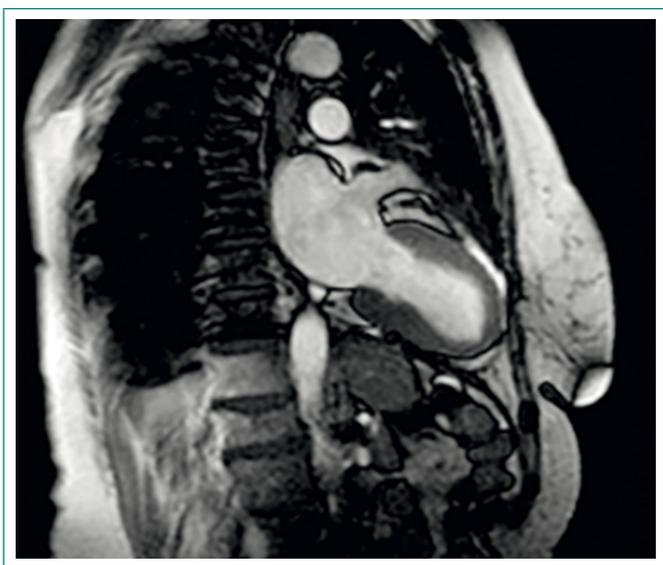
Sección sagital de RM cardíaca con morfología similar a las trampas para pulpos o "takotsubos"
